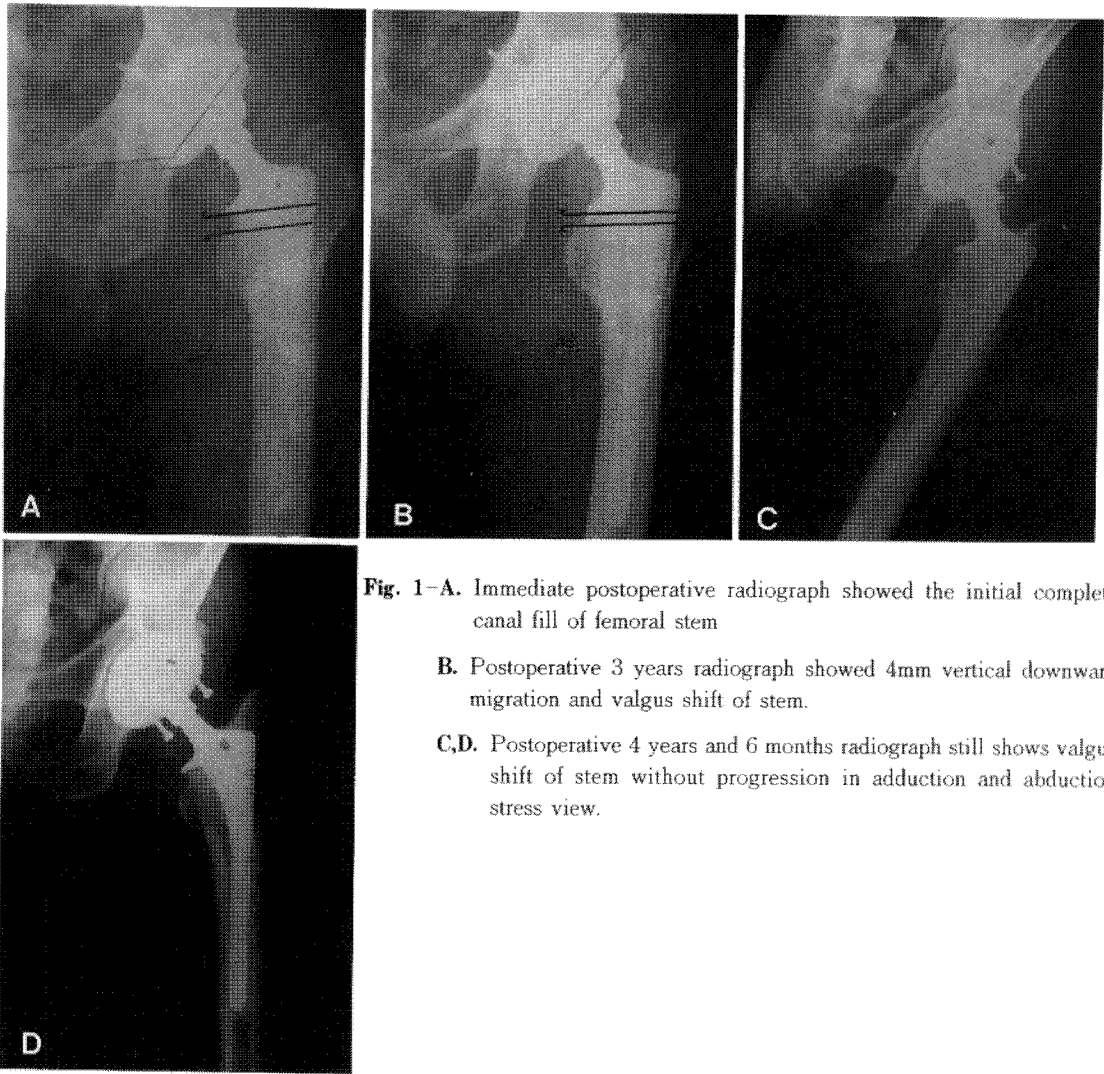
A. Immediate postoperative radiograph showed the initial complete canal fill of femoral stem
